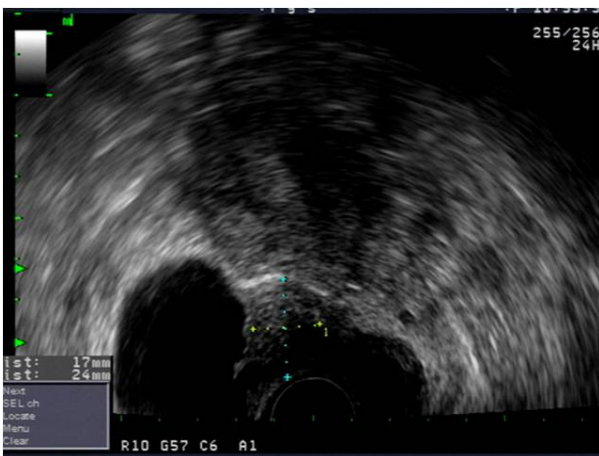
Transvaginal sonography reveals an 2.4×1.7 cm sized polypoid homogenous mass on posterolateral wall of bladder.
